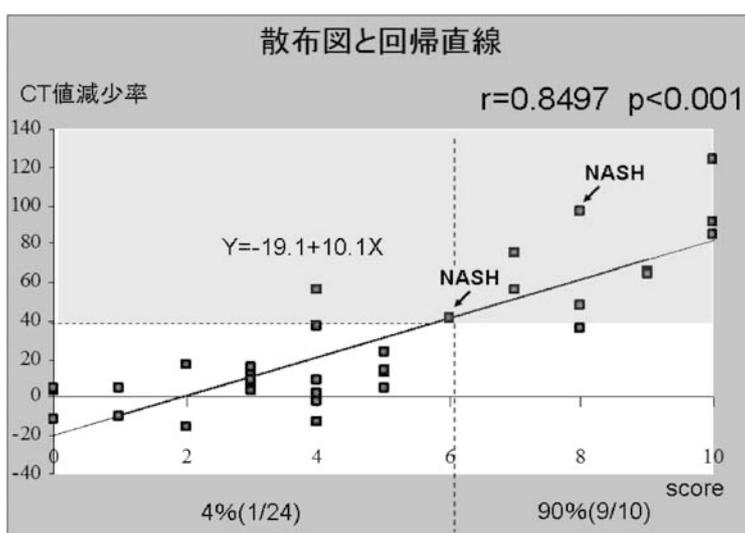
Postoperative NAFLD scoring system (2×5点)とCT値減少率の関係
